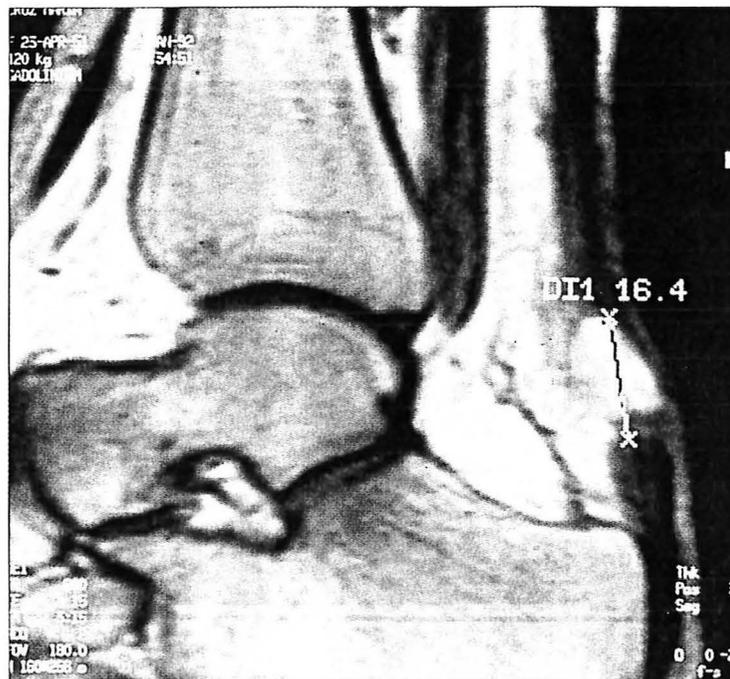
IRM : Rupture du tendon d'Achille
